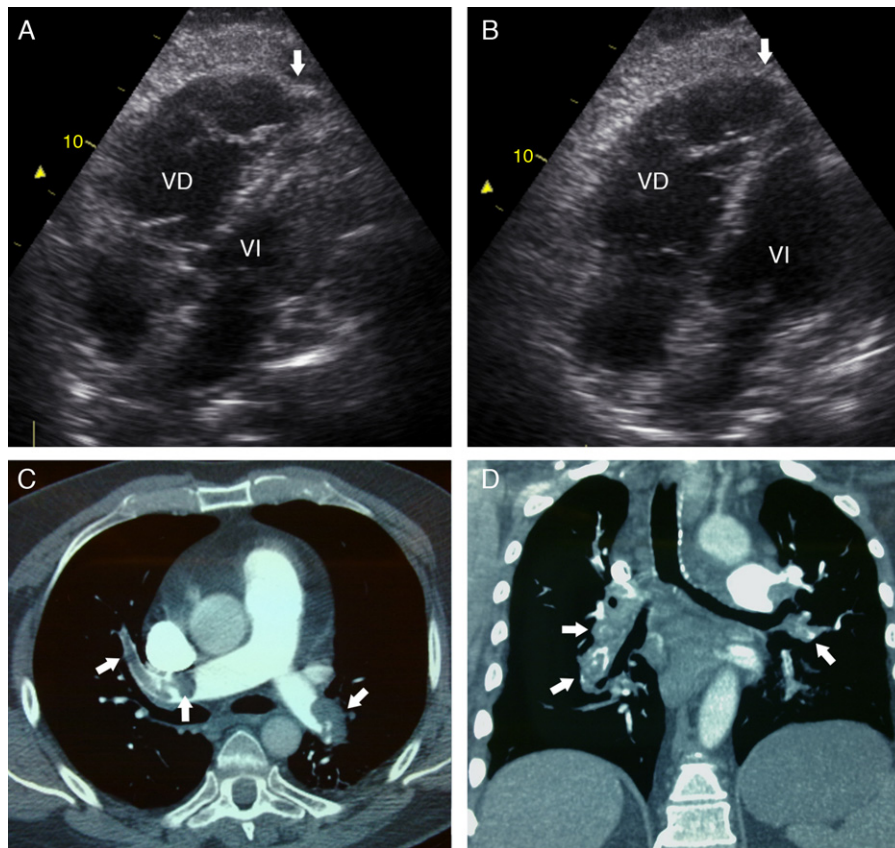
A) Ecocardiografía. La imagen de 4 cámaras en sístole muestra acinesia de la pared libre del VD con hipercinesia del ápex (flecha). B) Ecocardiografía. Imagen de 4 cámaras en diástole, dilatación del VD, ápex de VD (flecha). C) Angiotomografía de tórax con contraste, plano axial. Trombos intraluminales en ambas ramas pulmonares con recanalización parcial (flechas). D) Angiotomografía de tórax con contraste, plano coronal. Trombos intraluminales en ambas ramas pulmonares (flechas). VD: ventrículo derecho; VI: ventrículo izquierdo.
